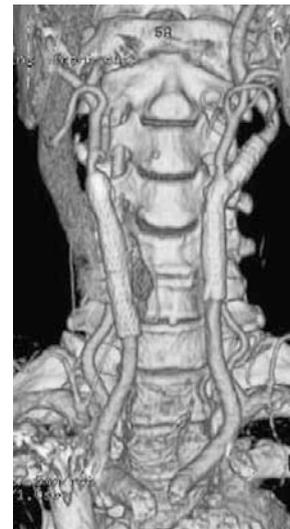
Follow up 3D-CT angiogram 18 months after the left carotid artery stenting showing persistent dilatation of the bilateral carotid arteries.
